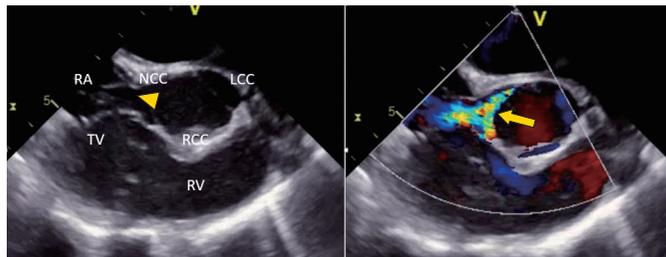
経食道心エコー図 食道中部大動脈弁短軸断面
